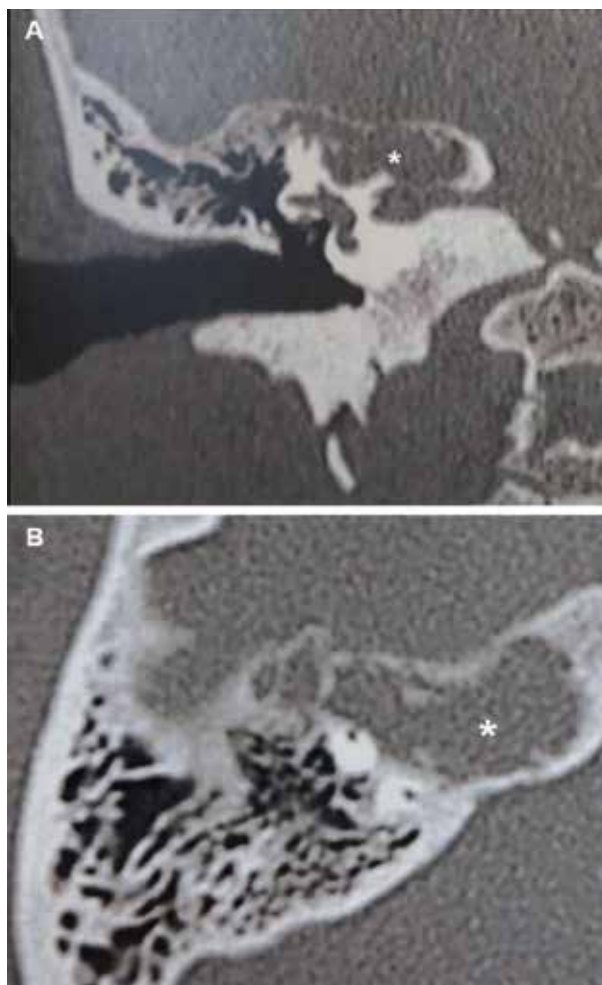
Tomografía computada de hueso temporal derecho (caso número 11): tumor fibromixioide. Se evidencia en ápex petroso ocupación total por imagen de densidad de partes blandas (asterisco). A: corte coronal; B: corte axial
